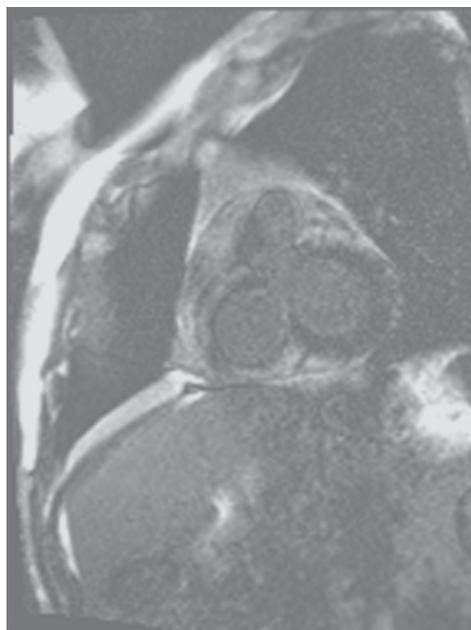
Магнитно-резонансная томограмма сердца. Признаки фиброзной перестройки ткани миокарда правого желудочка
